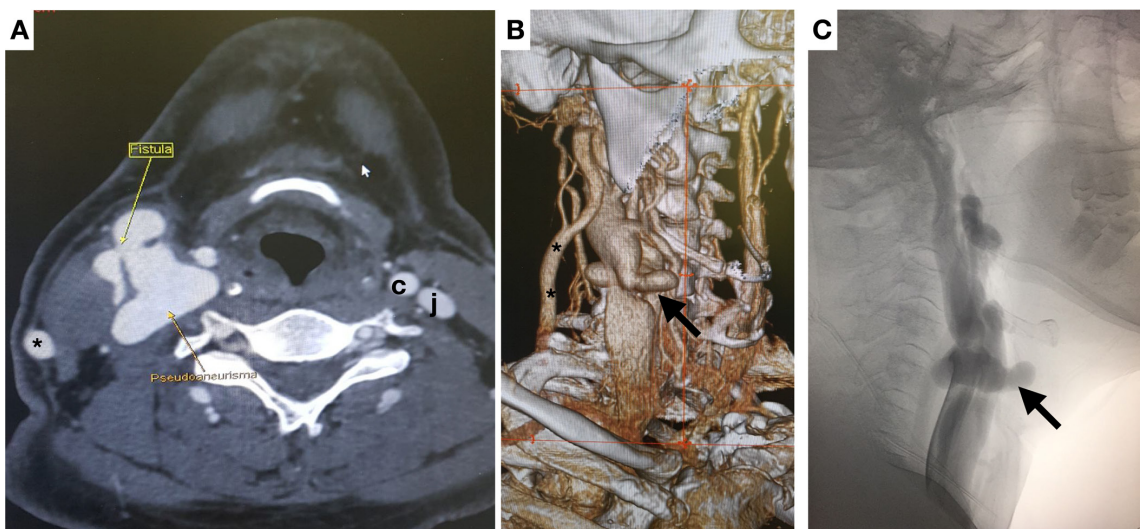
Exames pré-operatórios. A) Tomografia computadorizada do pescoço (corte axial); B) renderização volumétrica; C) arteriografia seletiva da carótida comum direita (perfil). Seta menor: fístula arteriovenosa; seta maior: pseudoaneurisma carotídeo; \* jugular externa direita; c: carótida comum esquerda; j: jugular interna esquerda.
